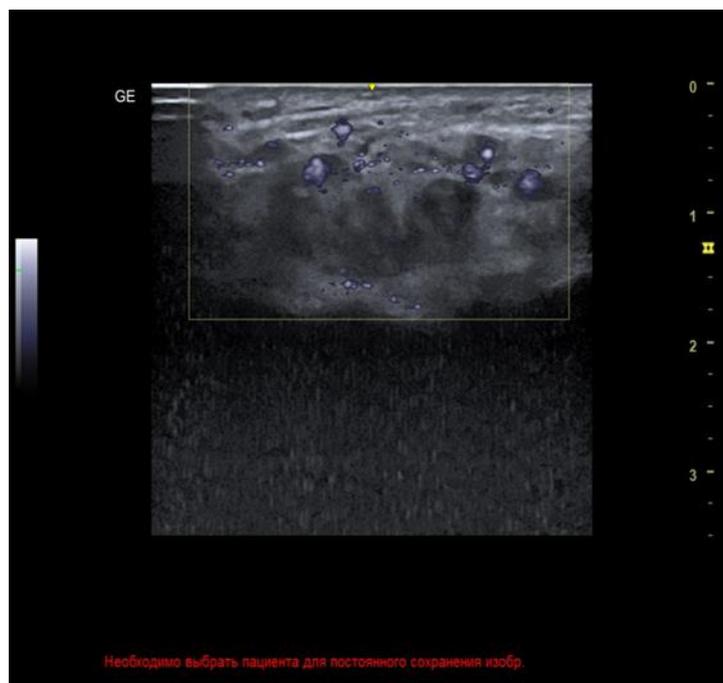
Пациент М, 29 лет с подтвержденным диагнозом поверхностной ВМ правой нижней конечности. УЗИ мягких тканей и поверхностных сосудов бедра правой нижней конечности; режим цветного сканирования (CD). Данный снимок показывает наличие только венозного компонента в образованных полостях и кавернах с отсутствием активного артериального шунта, а также определяется глубина залегания, которая составила 3-4 мм.
